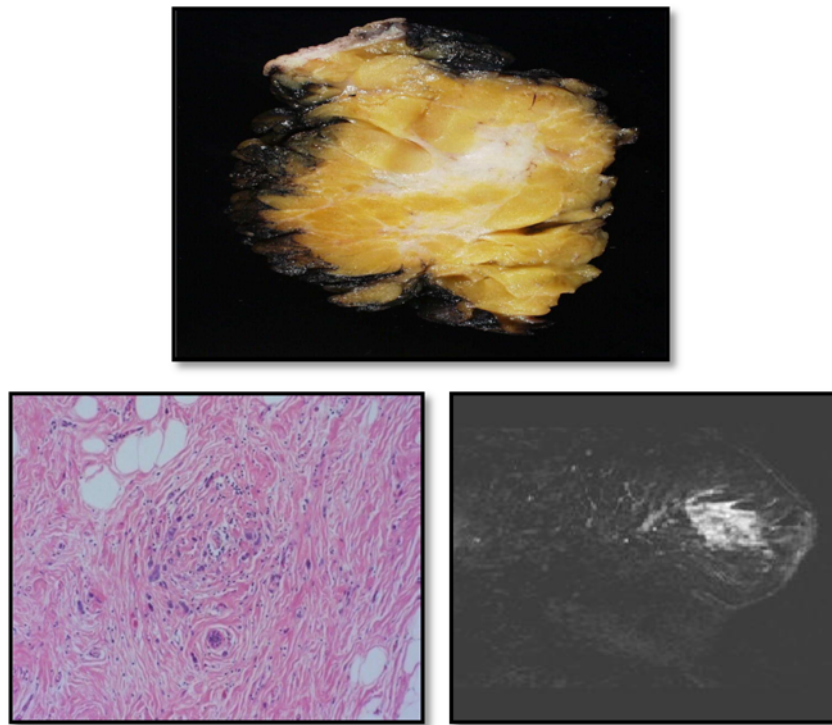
Respuesta parcial. Focos microscópicos. RM, MMG A-P
